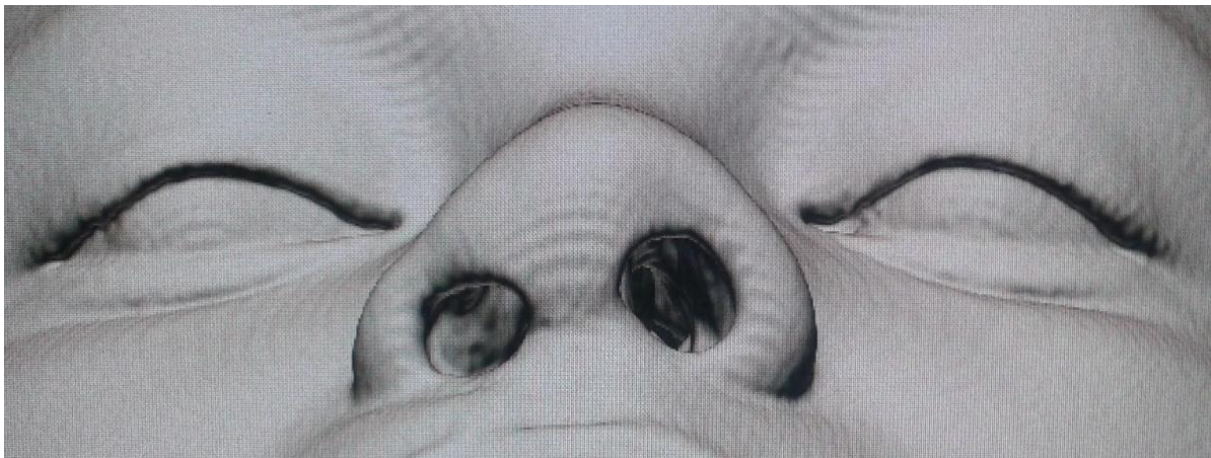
Vista basal TAC 3D para medición de puntos antropométricos; Longitud de la columela (Sn-C), Protrusión de la punta nasal (Prn-Sn), Alto de la nariz (A), Distancia vertical del domo nasal (G sup-Gbase), el eje longitudinal (Nt-Nm/Nb-NI), (La med- La lat), eje corto (Sa sup-Sa inf), ancho de la nasal (Sn-AI), Ancho de la nariz (B), ancho del piso nasal (Sn-Sbal).
